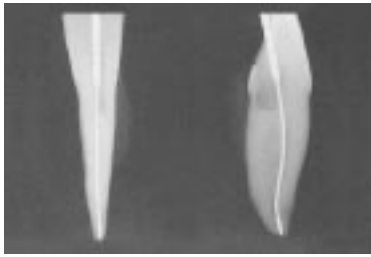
左が臨床で見られるX線写真像、直線的にみえる。右は近遠心方向からのX線写真像、S字の弯曲が認められる
